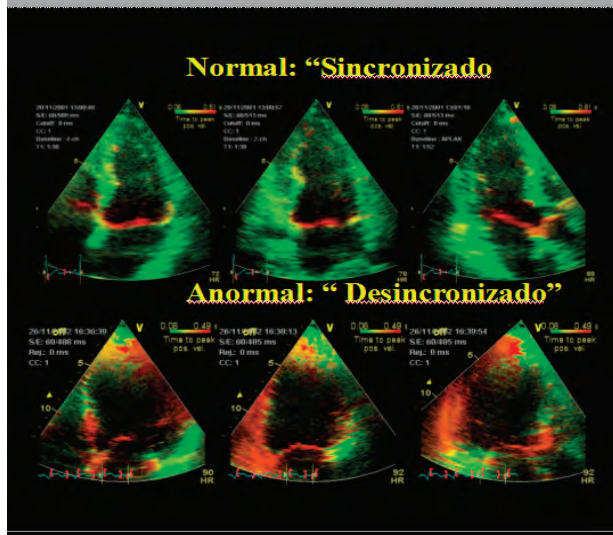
Imágenes paramétricas de IST (imágenes de sincronismo tisular). Es Doppler dependiente y no se considera el apex. Arriba todas las regiones sincronizadas. Abajo los segmentos inferior, posterior basal y medial, posiblemente el lateral medial y el septum basal posterior están atrasados (en rojo)
